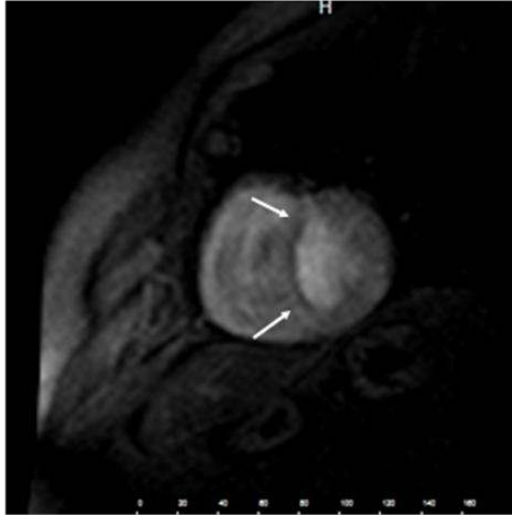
60 yaşında erkek olguya ait geç kontrastlı MRG görüntüsünde mid miyokardiyal düzeyde, anterior duvarda skor 4 patolojik kontrast tutulumu izlenmektedir (A). Stres (üst sütun)-rest (alt sütun) ^{99m}Tc SPECT incelemelerinde MRG’de iskemi izlenen segment normal radyofarmasötik tutulumu göstermektedir (B). Koroner anjiyografide LAD orta kesiminde, lümende % 50 darlığa yol açan plak izlenmiş olup, MR’da izlenen iskemiden sorumlu lezyondur (ok). Ayrıca koroner anjiyografide D1 ostiumunda % 70 darlığa yol açan plak (ok başı) izlenmiştir (C). Tanımlanan lezyonlara endovasküler müdahale amacıyla damar lümeninden tel geçirilmesi ile lezyonlar daha belirgin hale gelmiştir (D).
